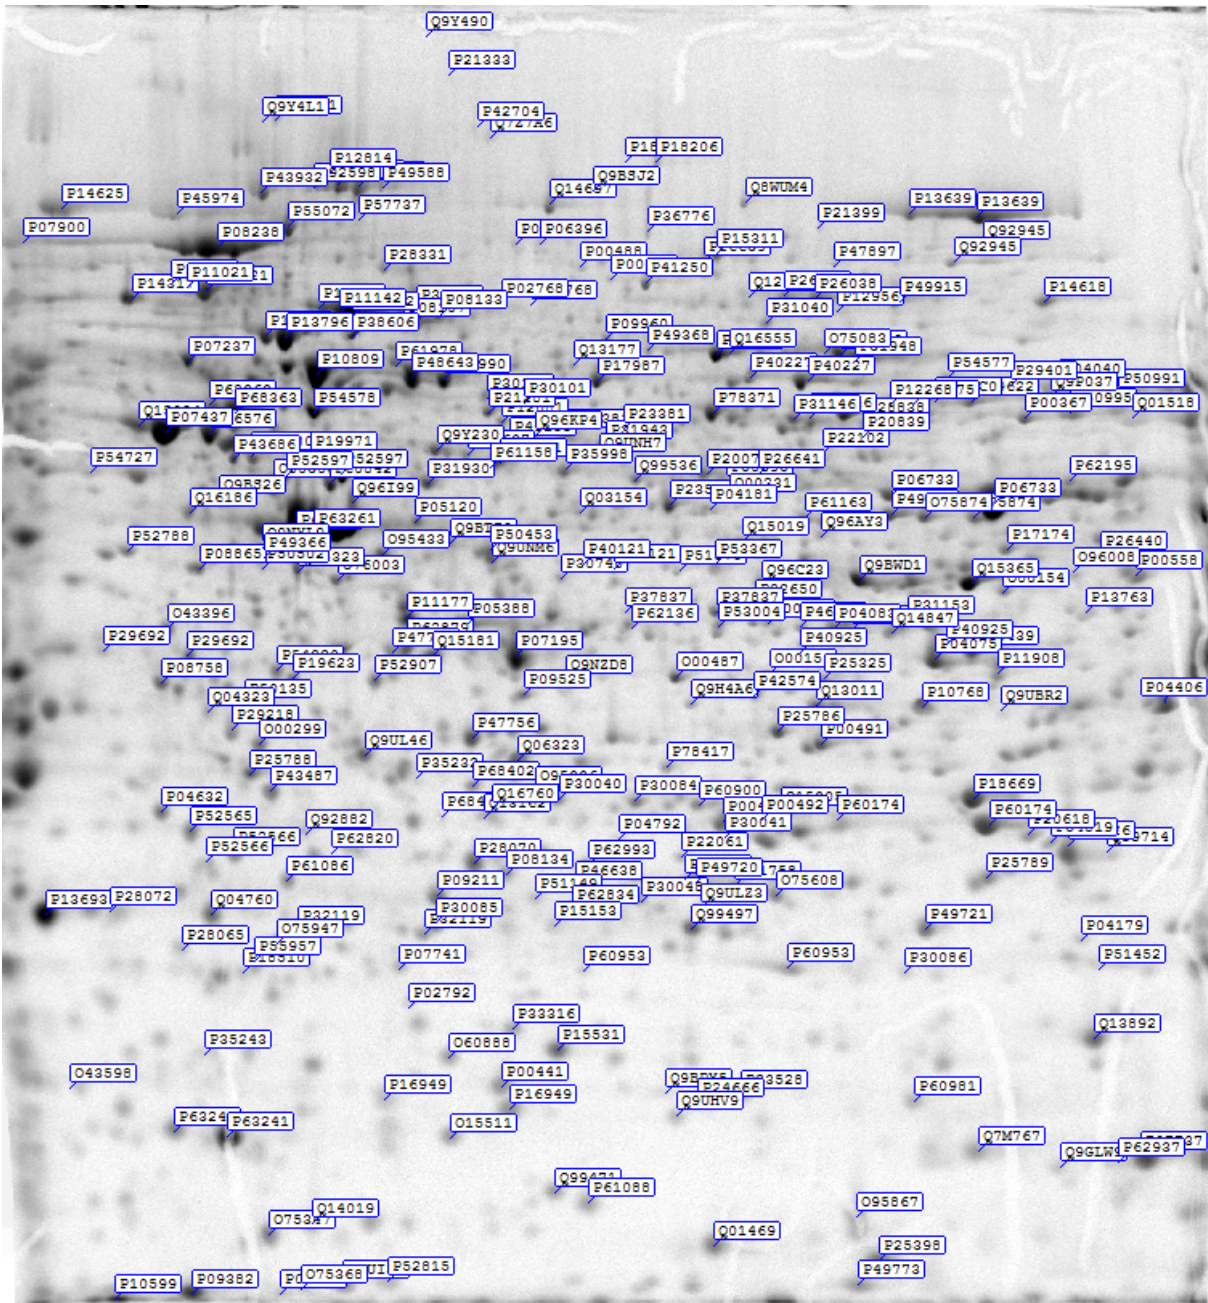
d), Jurkat-Zellen nach GSM real Exposition, Synthesebestimmung Autoradiographie. Verglichen mit 8 b) zeigt sich eine umfassende Steigerung der Protein-Synthese durch reale Exposition.
